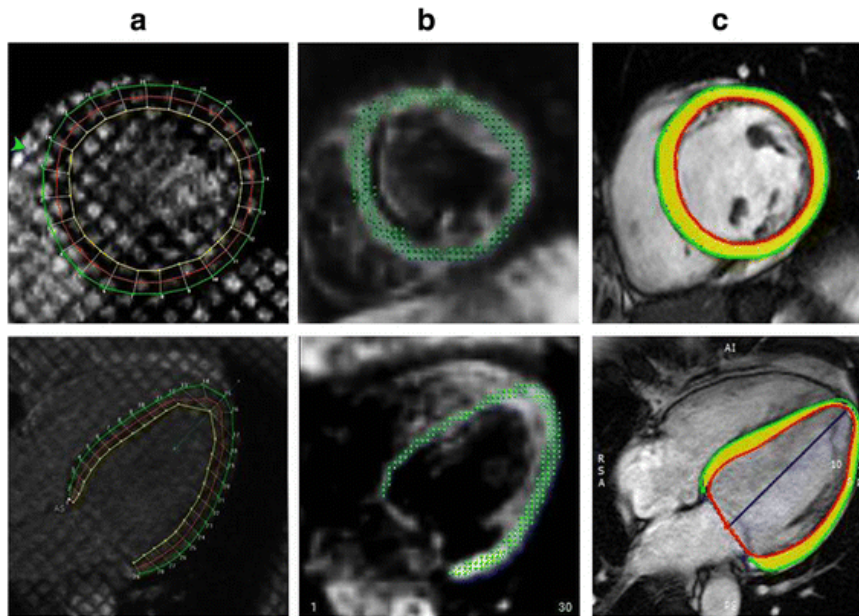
Techniques IRM de marquage tissulaire (a), DENSE (b) et de suivi de primitives (ang. Feature Tracking) (c) pour l'évaluation de la déformation myocardique à partir des images RM (Cao et al., 2018). (haut : petit axe, bas : grand axe). Pour l'image de marquage, les bords segmentés de l'endocarde et de l'épicarde sont marqués en jaune et en vert, respectivement. Dans l'image DENSE, les images sont montrées en télé-diastole avec des points sur le myocarde représentant le champ de déplacement 2D. Dans le suivi des caractéristiques, les frontières endocardique et épicaudique sont marquées par des contours rouges et verts, respectivement, avec le myocarde en jaune
